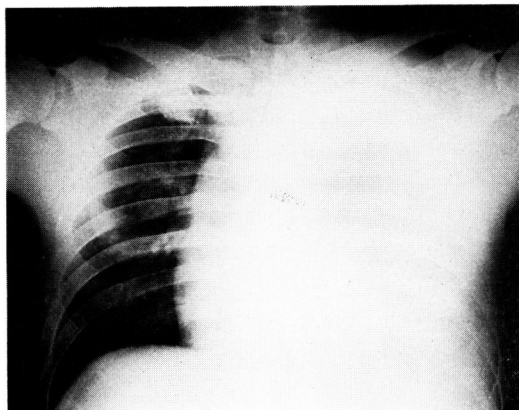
症例2の胸部X線像（22病日）
